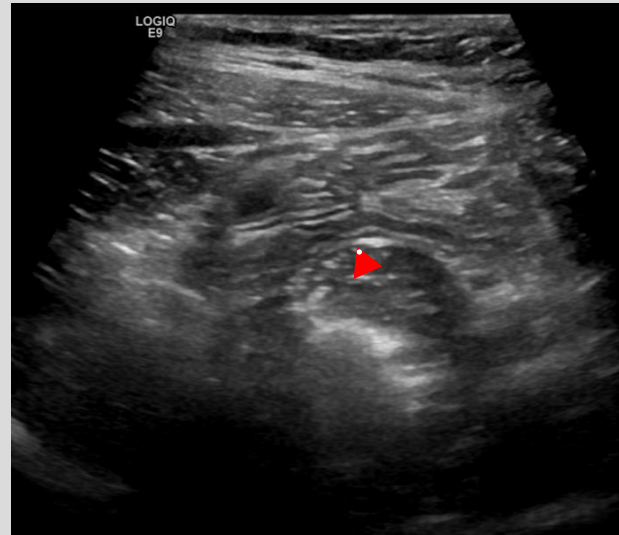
Ecografía en fosa ilíaca derecha
